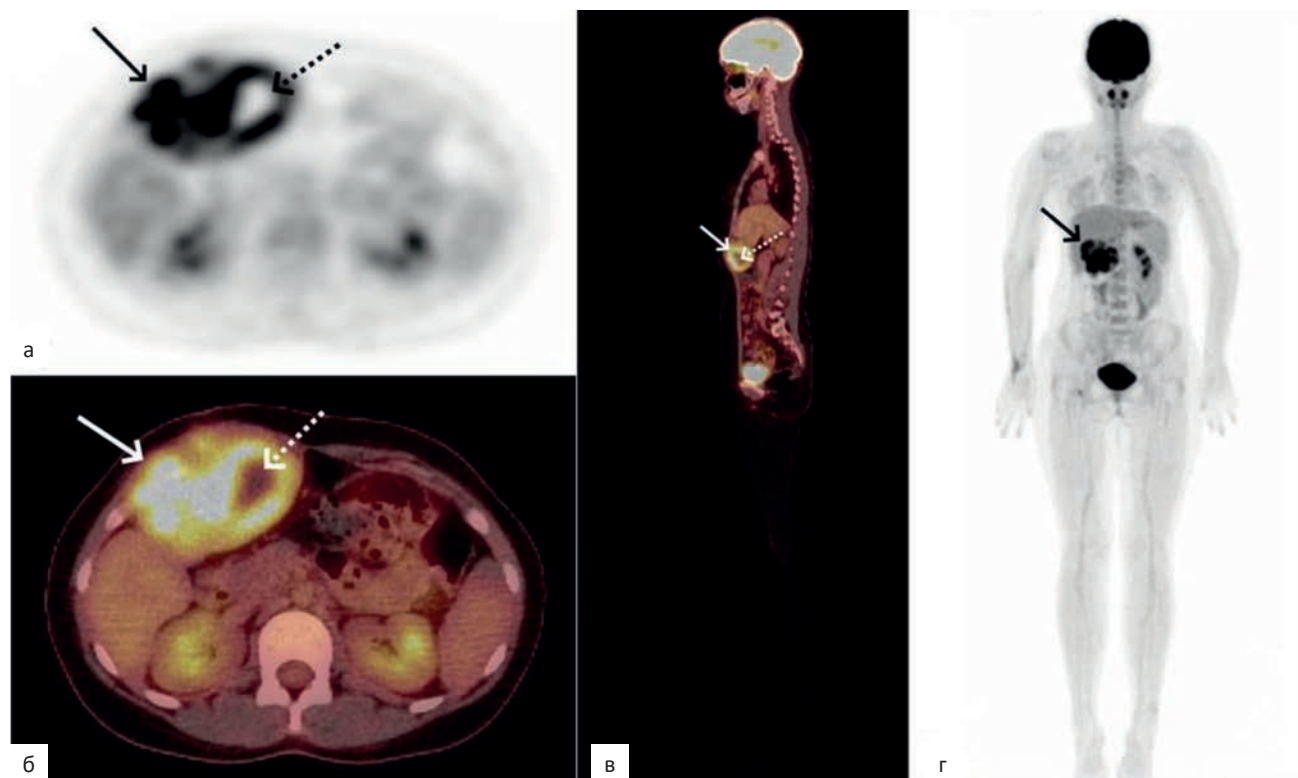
Пациентка Н. 14 лет. СС мягких тканей передней грудной и брюшной стенок, GIII. ПЭТ/КТ всего тела с ^{18}F -ФДГ. В аксиальной плоскости ПЭТ (а), ПЭТ/КТ (б) и сагиттальной плоскости ПЭТ/КТ (в) отмечается образование с интенсивным накоплением ^{18}F -ФДГ (изменения указаны стрелками) с участками аметаболизма ^{18}F -ФДГ (изменения указаны пунктирными стрелками). На MIP-проекции ПЭТ (г) отмечается гетерогенное накопление ^{18}F -ФДГ (изменения указаны стрелкой)
